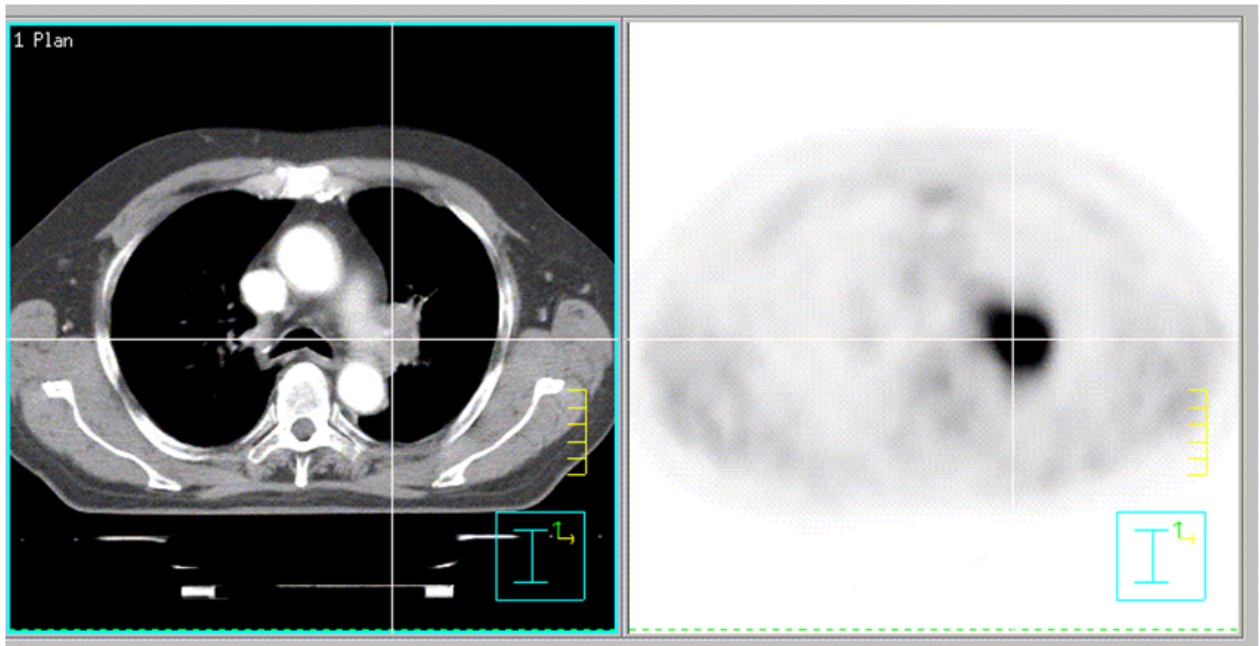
Beispiel eines koregistrierten FDG-PET/CT Datensatzes. Universitätsklinikum des Saarlandes, Klinik für Strahlentherapie und Radioonkologie 2010
